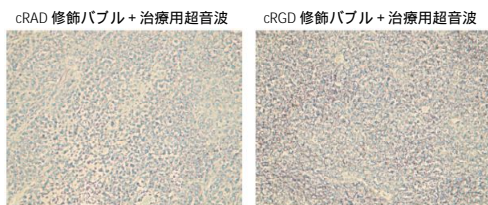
ターゲティングバブルの静脈内投与後の超音波照射によるがん治療
